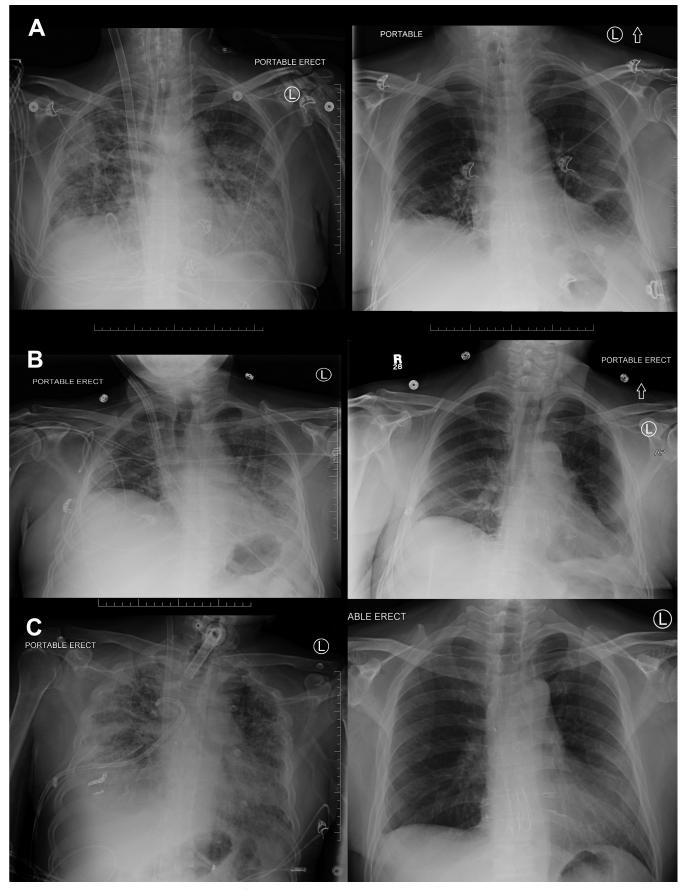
Des radiographies thoraciques avant et après la transplantation pulmonaire pour A) le Cas 1, B) le Cas 2 et C) le Cas 3.
